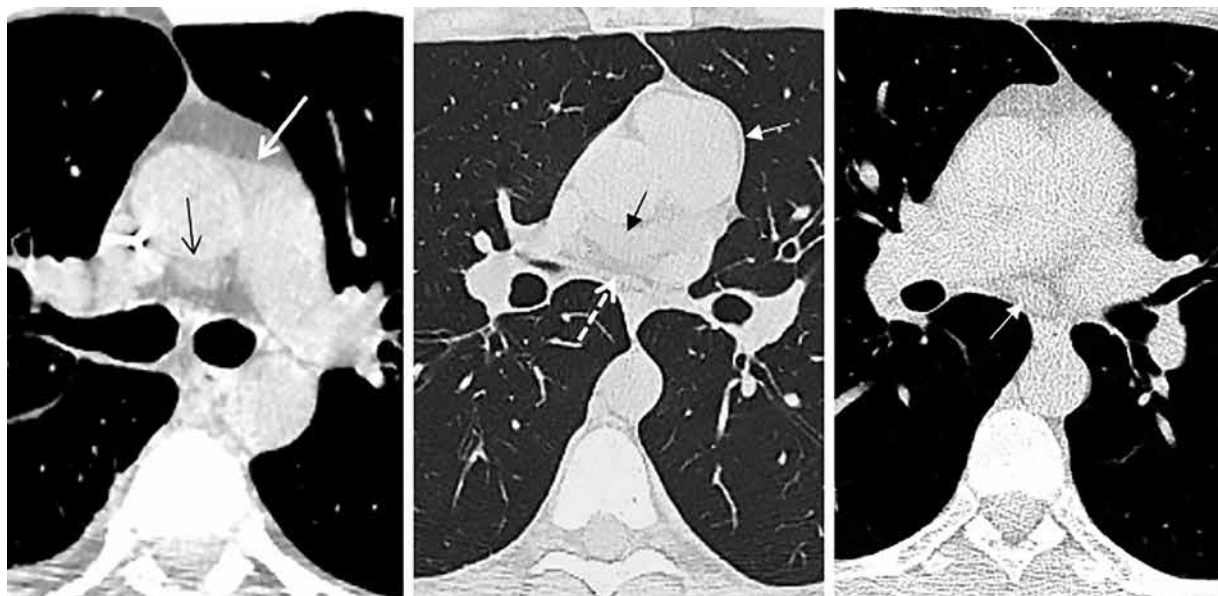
КТ, обычная программа исследования. Карманы и синусы перикарда. а) Верхний аортальный передний карман (белая стрелка); верхний аортальный задний карман (черная стрелка). б) Скопление жидкости в поперечном синусе перикарда (черная стрелка); циркулярное уплотнение перикарда (белая стрелка). Задний отдел уплотненного перикарда обозначен пунктирной стрелкой. в) Скопление жидкости в косом синусе перикарда (белая стрелка)
